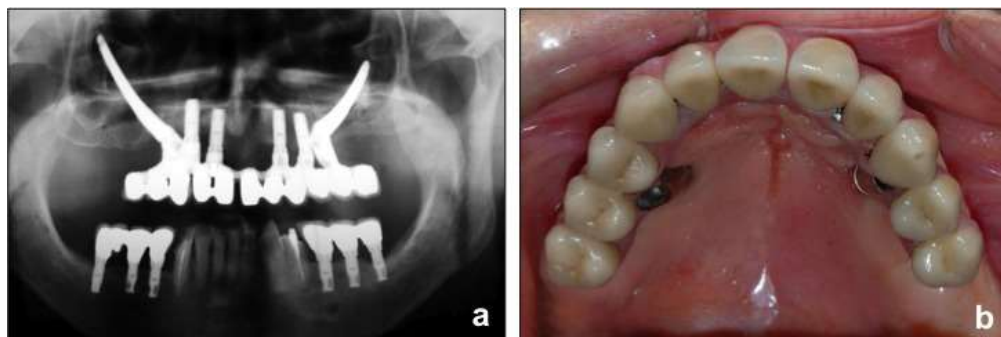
a) Ortopantomografia che evidenzia l'inclinazione mesio-distale degli impianti zigomatici.
